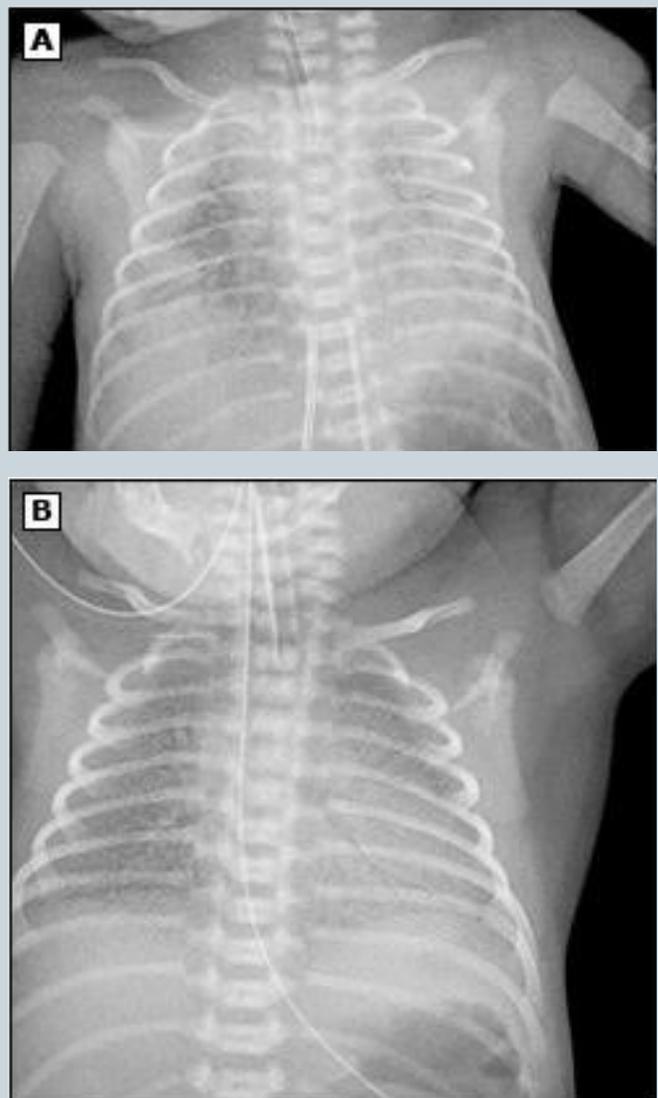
Dos radiografías que demuestran el síndrome de dificultad respiratoria neonatal grave (A) y moderado (B). Ambos demuestran los bajos volúmenes pulmonares característicos y la apariencia difusa del vidrio esmerilado reticulogranular con broncogramas aéreos. Tomado de: Martin R 2020 (7).
